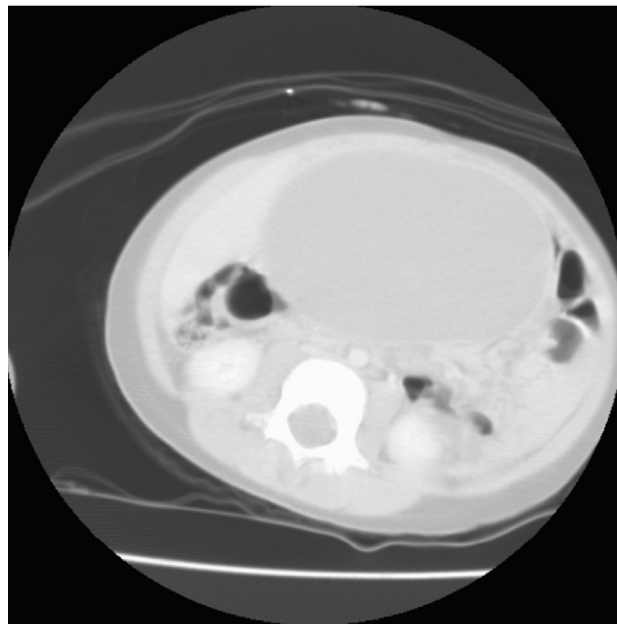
Tomografía computarizada abdominal: masa abdominal homogénea bien delimitada de predominio densidad líquido.
